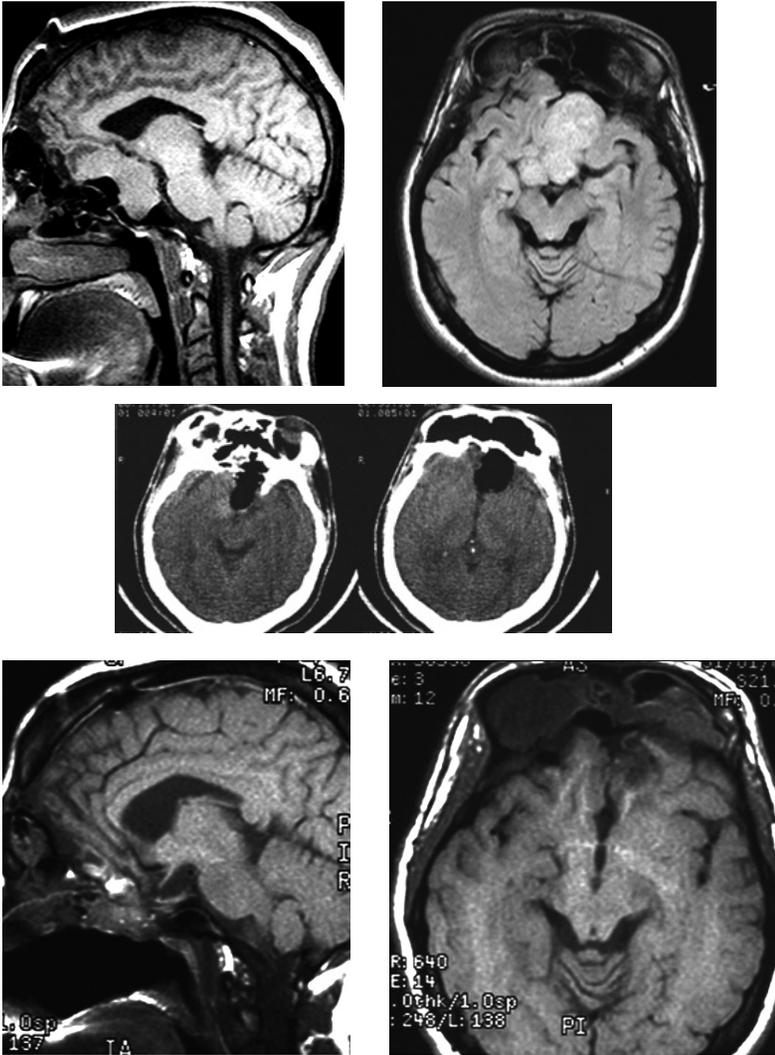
Эндоскопическое эндоназальное удаление гигантской эндосупраантеселлярной аденомы гипофиза: а, б – МРТ до операции, в – КТ в первые сутки после операции, г, д – МРТ через 8 месяцев после оперативного вмешательства.
